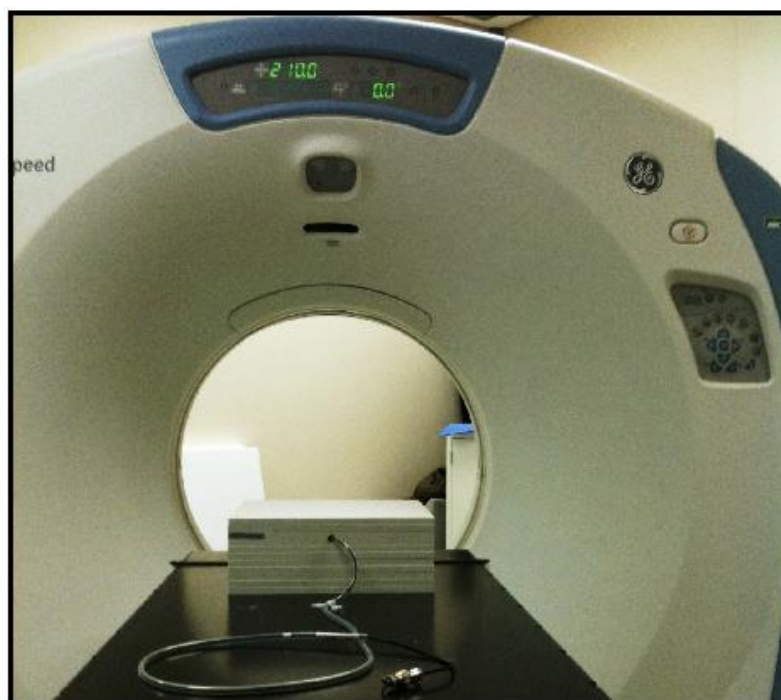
Placas de água sólida e câmara de ionização Scanditronix CC01 submetidas à tomografia computadorizada.
